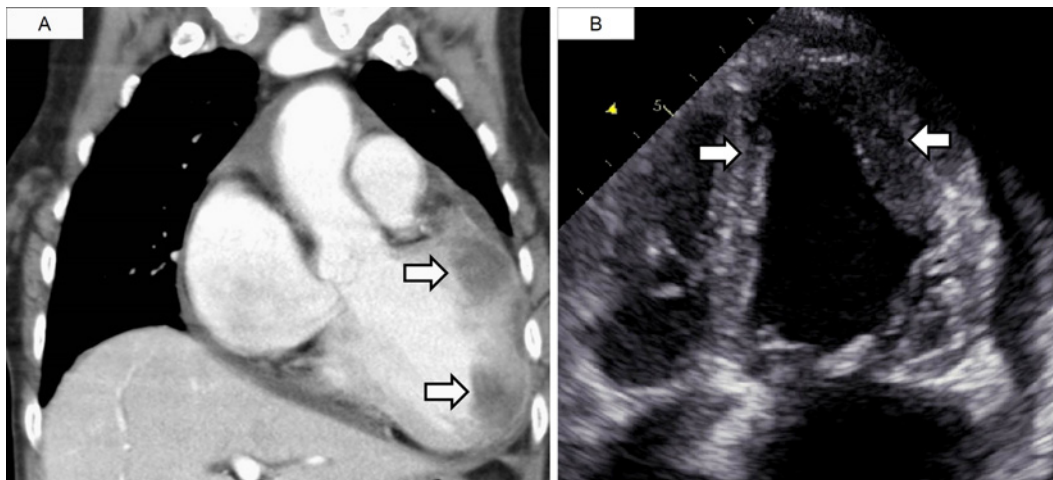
(A) Chest CT showed myocardial metastatic lesions in the left ventricular wall (arrows). (B) Echocardiography showed nodular lesions in the left ventricular wall (arrows).
